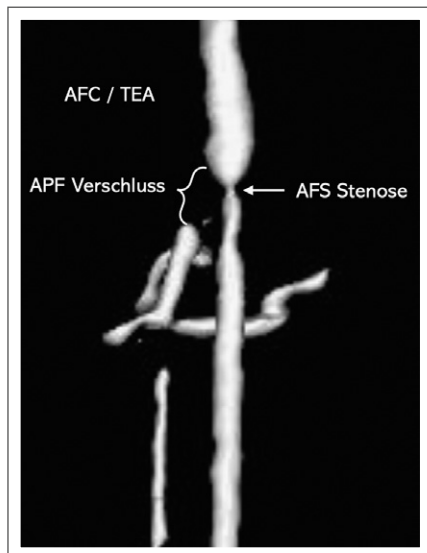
MRT-angiographische Darstellung der Verschlussmorphologie: Zu erkennen sind der Verschluss der APF und die ostiale Stenose der AFS.
